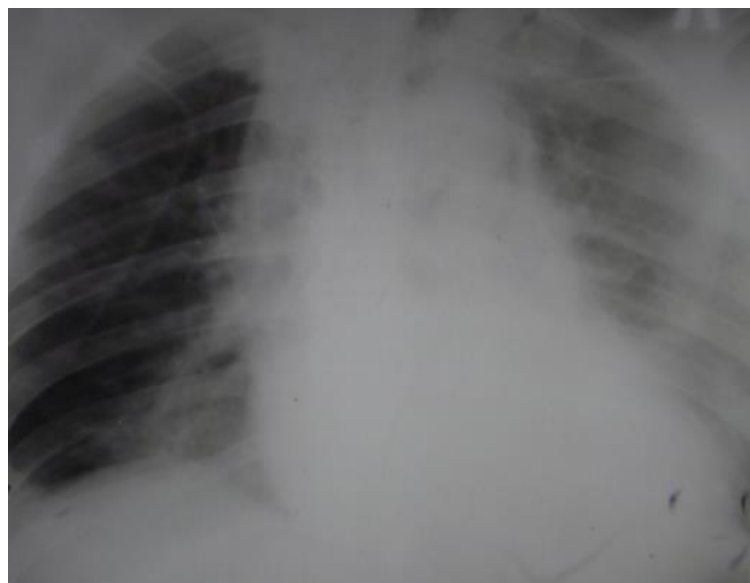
Рентгенография органов груди у пациента П. Расширение средостения в сочетании с левосторонним плевритом и левосторонним пневмотораксом
